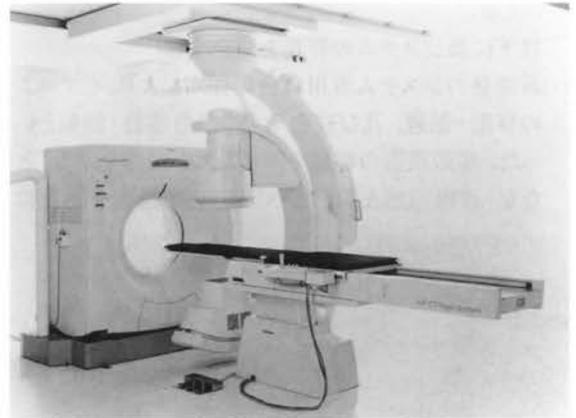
IVR-CT/Angio System概観
